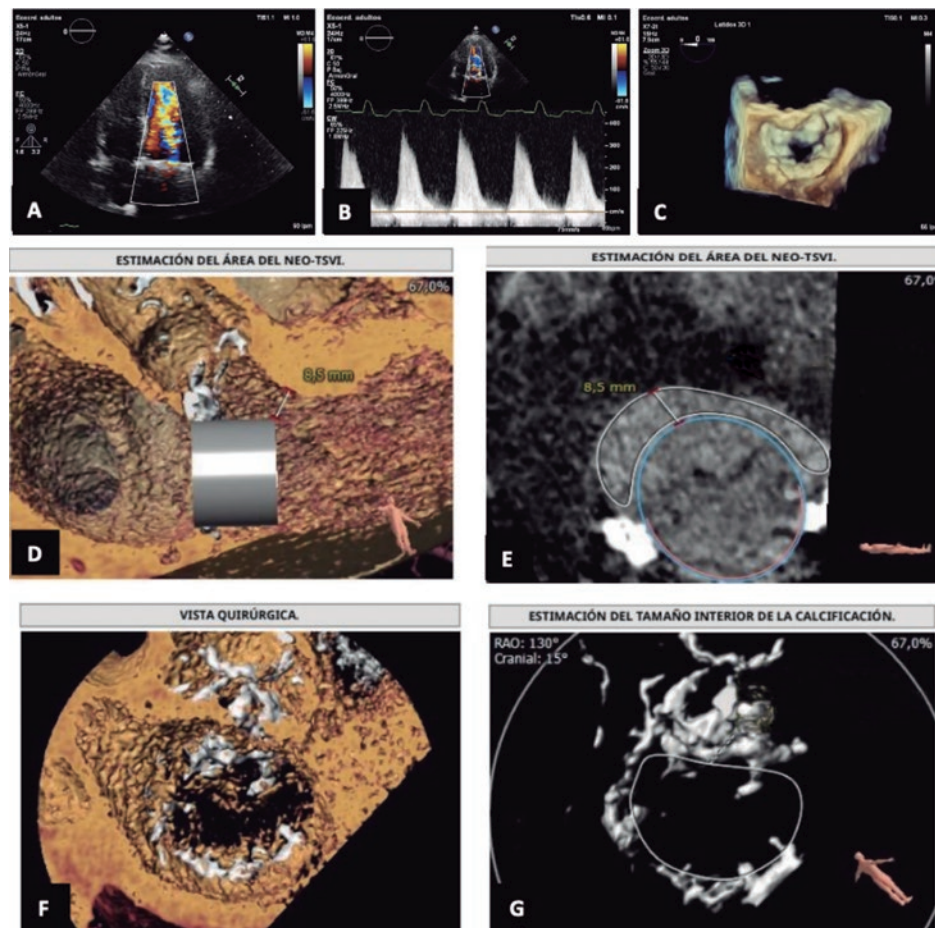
Estudio previo al implante percutáneo de una válvula en una calcificación anular mitral. A: ecocardiograma en plano apical de 4 cámaras con Doppler color en el que se observa aceleración del flujo diastólico a través de la válvula mitral. B: Doppler continuo. C: vista del anillo mitral mediante ecocardiograma transesofágico. D y E: estimación del diámetro y del área del neotracto de salida del ventrículo izquierdo mediante el sistema 3mensio. F y G: vista y mediciones de la calcificación anular mitral mediante el sistema 3mensio. NEO-TSVI: neotracto de salida del ventrículo izquierdo.
